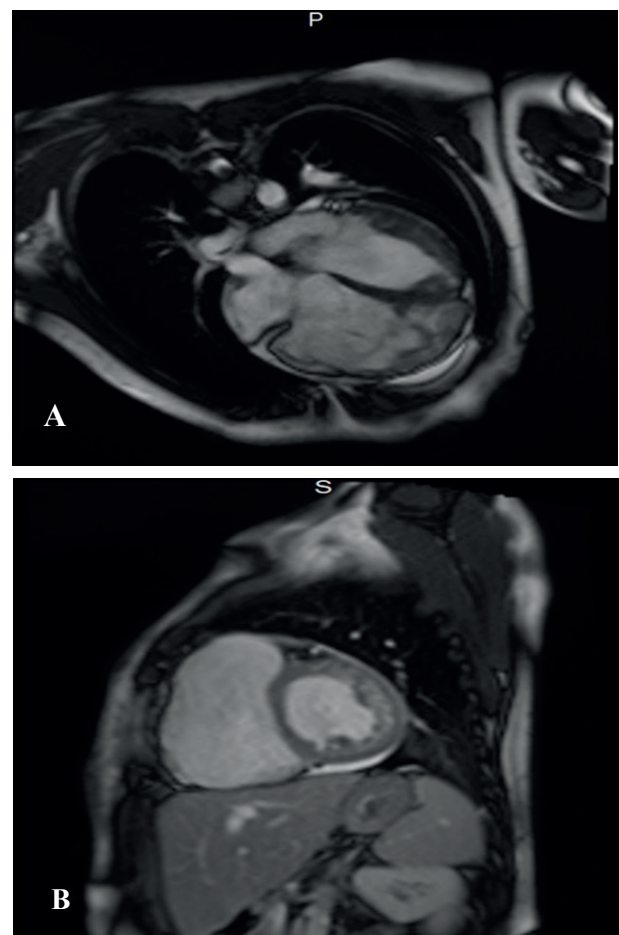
Сканы (А, В) МРТ сердца пациента К. В миокарде определяются поля фиброза. Значительная дилатация правого желудочка, правого предсердия, умеренная дилатация левого желудочка
